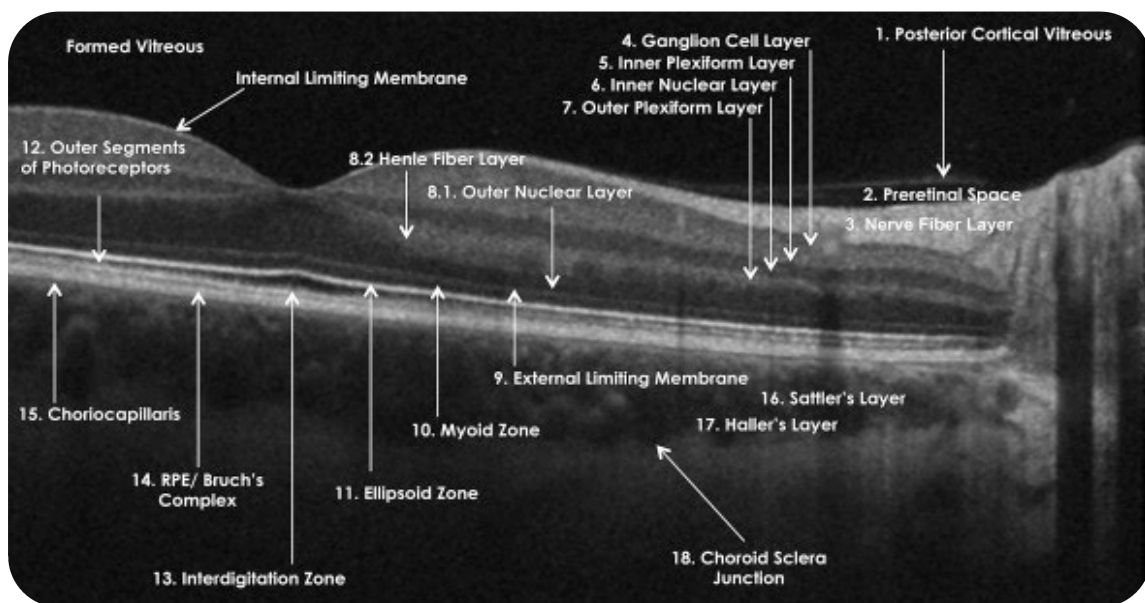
Nomenclatura proposta e adotada pela International Nomenclature for Optical Coherence Tomography Panel. Retina saudável usando Zeiss Cirrus. RPE = Epitélio Pigmentado da Retina
